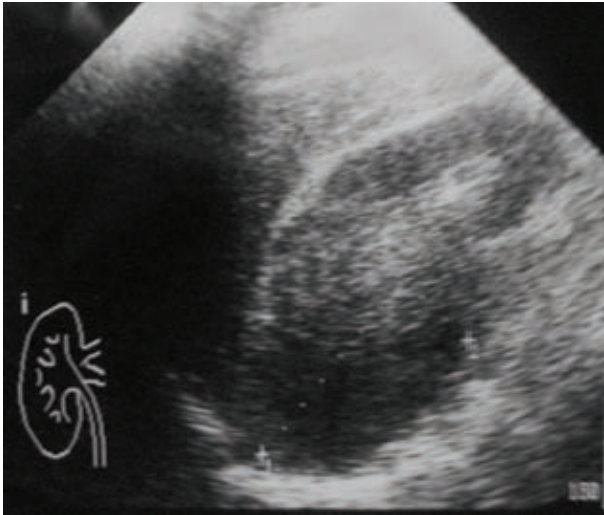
Ultrasonido renal derecho.
